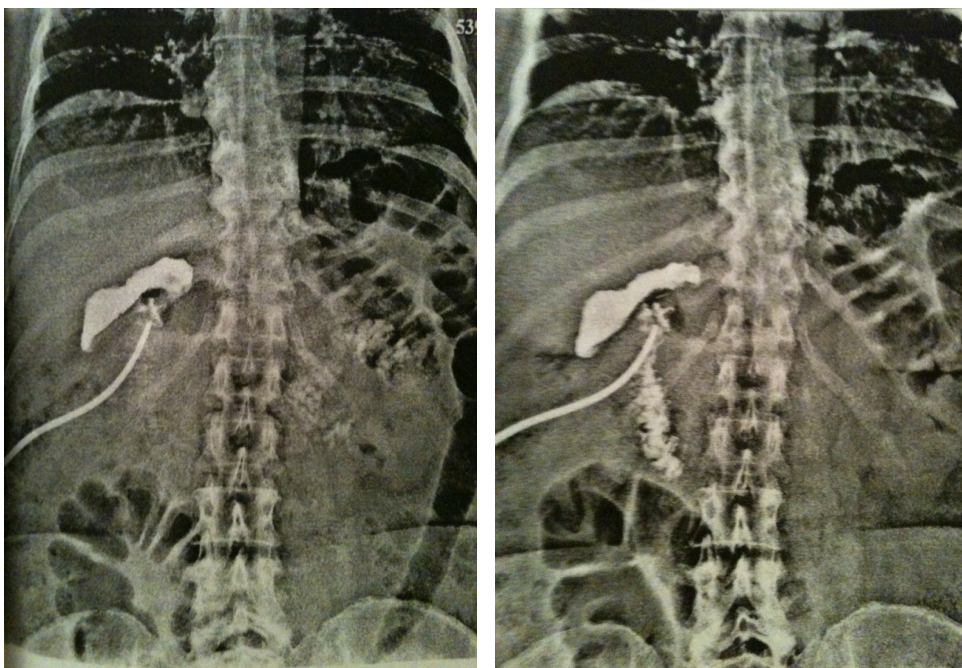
Рентгенконтрастная цистография: состояние после введения контрастного вещества в полость кисты. Определяется наличие контрастного вещества в двенадцатиперстной кишке
